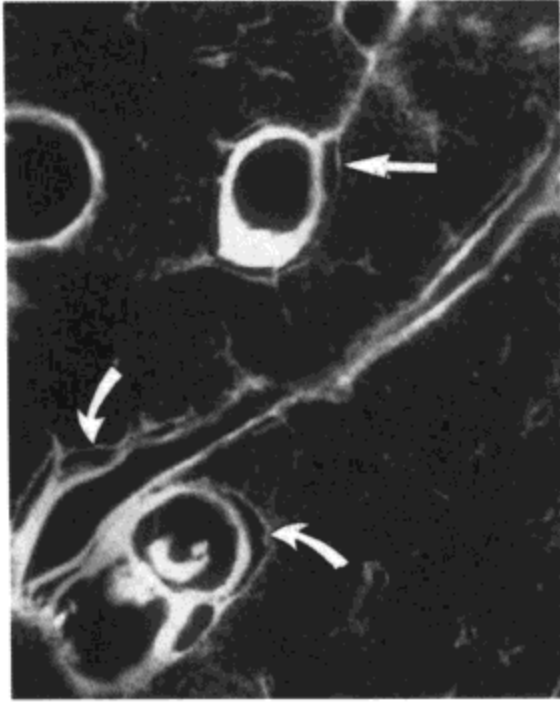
肺淋巴管。尸检肺接触X线照相示肺静脉（直箭号）与支气管血管束（弯箭号）旁扩张的淋巴管。
